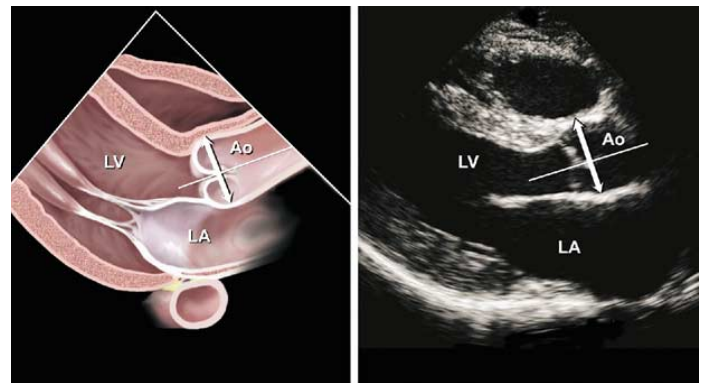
Mesure des diamètres de la partie initiale de l'aorte au niveau des sinus de Valsalva à partir de la coupe parasternale long axe. Bien que la technique du bord proximal au bord proximal (leading edge) soit démontré, certains experts préfèrent la technique du bord distal au bord proximal (diamètre interne) (voir texte).
